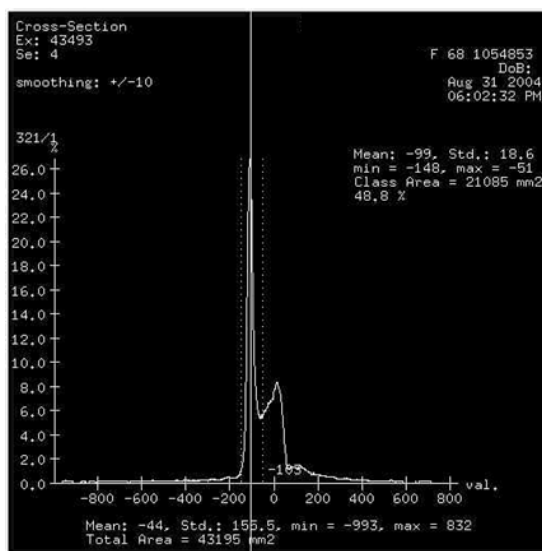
CT scanning (Light Speed plus, GE) for measuring subcutaneous and intra-abdominal visceral fat area was performed with subjects in the supine position, at the L4-5 level.
